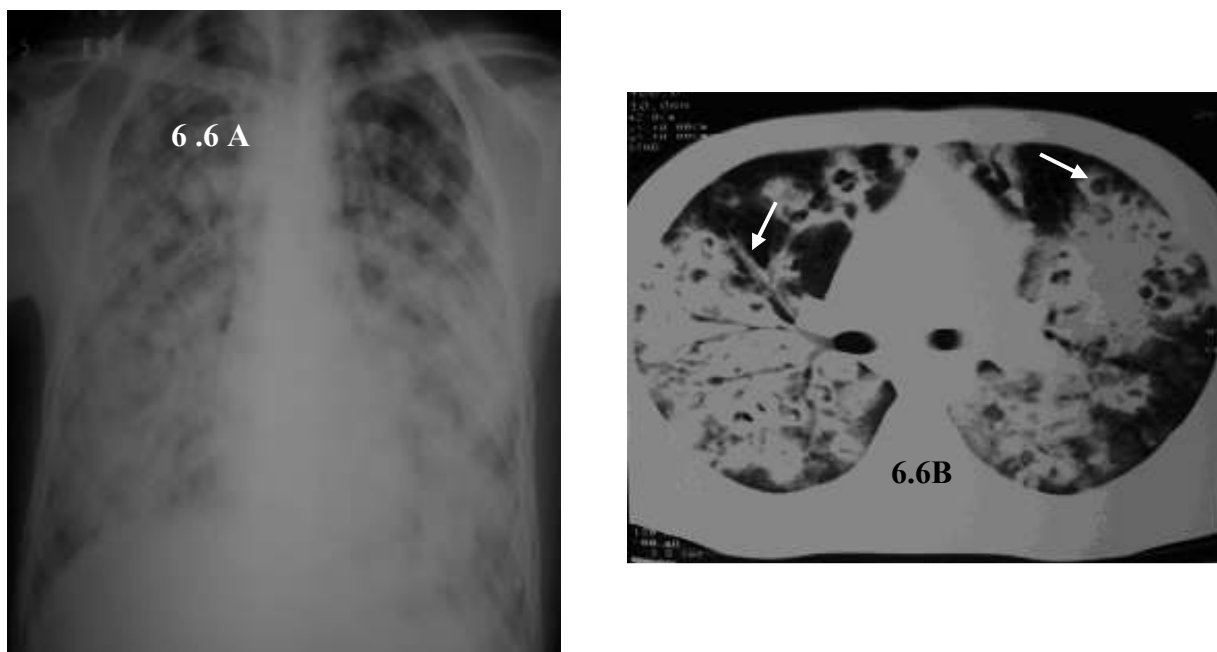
Coccidioidomicose pulmonar aguda, com SDRA evoluindo para óbito: 6.6 A) RX com extensa consolidação alveolar bilateral. 6.6B) TC revela extensa consolidação alveolar bilateral com cavidades periféricas e broncogramas aéreos(setas).
